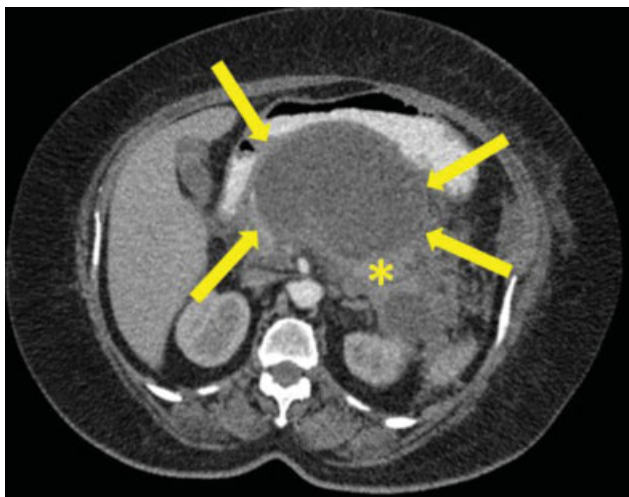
PEI, pseudoquiste pancreático. TC con contraste oral y endovenoso en fase arterial, corte axial. Se observa una colección líquida homogénea, que tiene un fino realce externo correspondiente a la cápsula (flechas), compatible con pseudoquiste. El páncreas se encuentra por detrás (asterisco).
